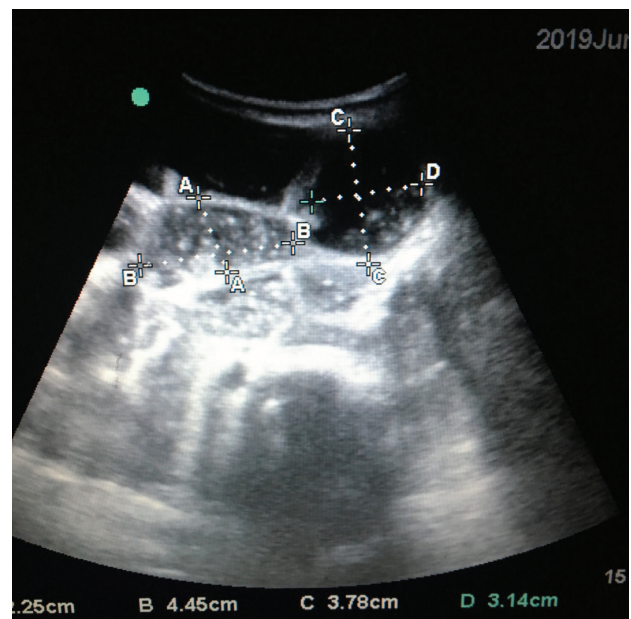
Ultrasound scan of abdominal organs with fluid cluster
